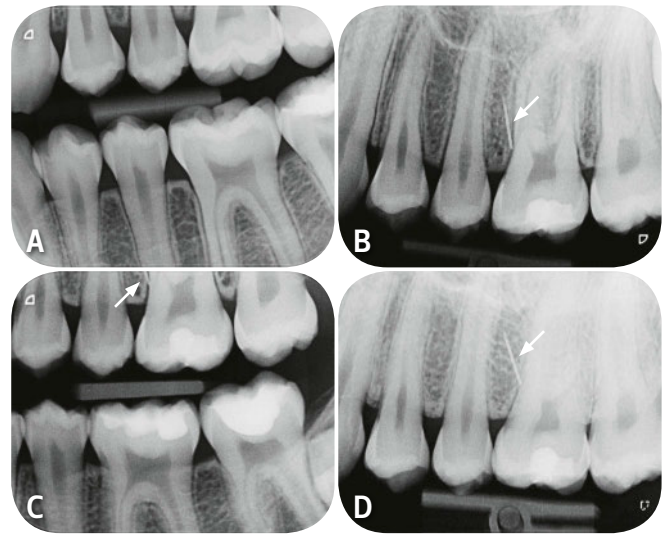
Ausgangsröntgenbild (A, 8.10.2014) und Situation nach Nadelfraktur (B, 27.1.2015), Bissflügel Aufnahme für Karieskontrolle (C, 27.1.2015) und Langzeitkontrollröntgenbild (D, 10.12.2019)
